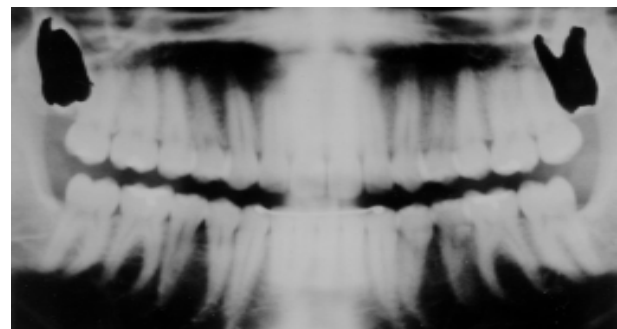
Terceiros molares superiores extraídos e colocados sobre a radiografia.
